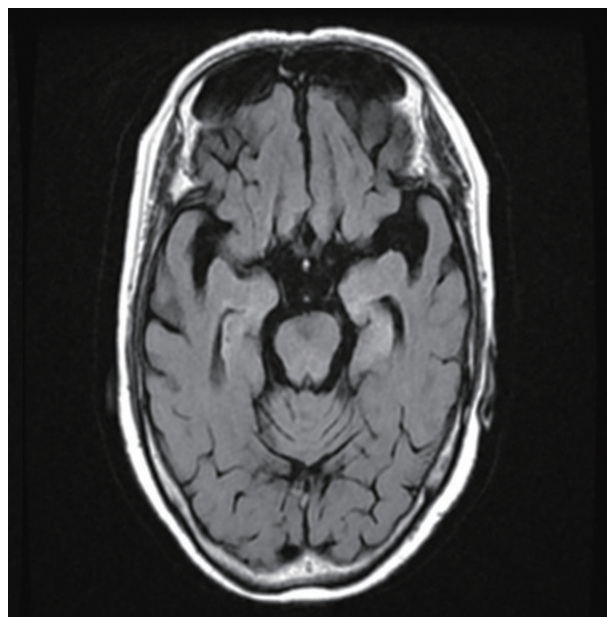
Follow-up MRI after 2 weeks. FLAIR image shows some improvement compared to the previous study.
